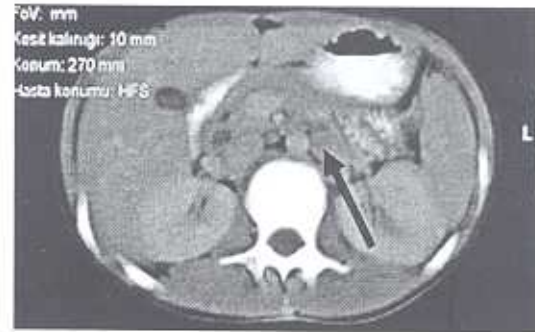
Tüberküloz lenfadeniti: Kontrastsız aksiyel BT kesiti: Umblikusun sağ lateralinde, psoas kasının anteriorunda bölgede içerisinde kalsifikasyon (siyah ok) içeren kitlesel lezyon
